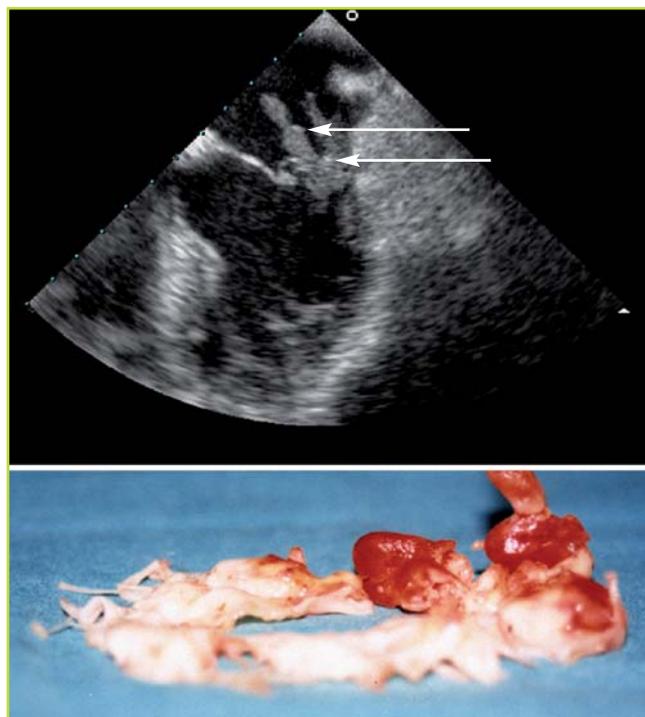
Endocarditis mitral vista por ecocardiografía transesofágica y pieza quirúrgica. Obsérvese las verrugas en la válvula mitral (puntas de flecha) y en la válvula reseca.
